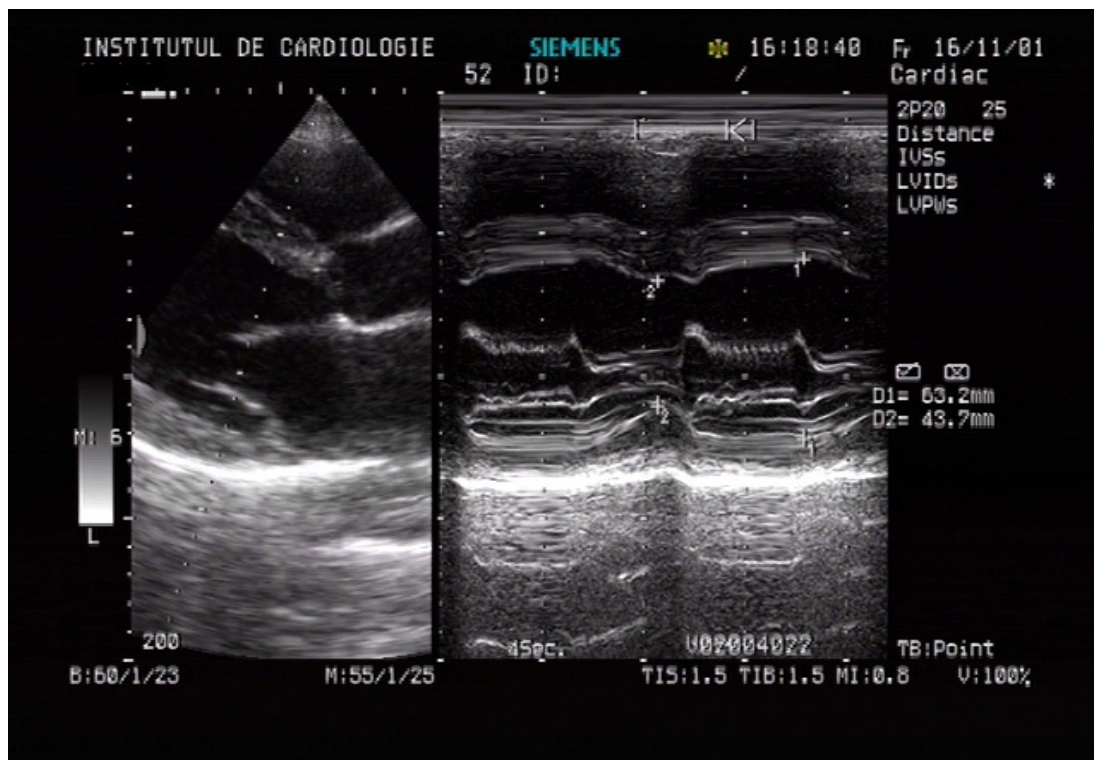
Aprecierea parametrilor ecocardiografici ai funcției sistolice a VS: VTD, VTS și FE a VS
